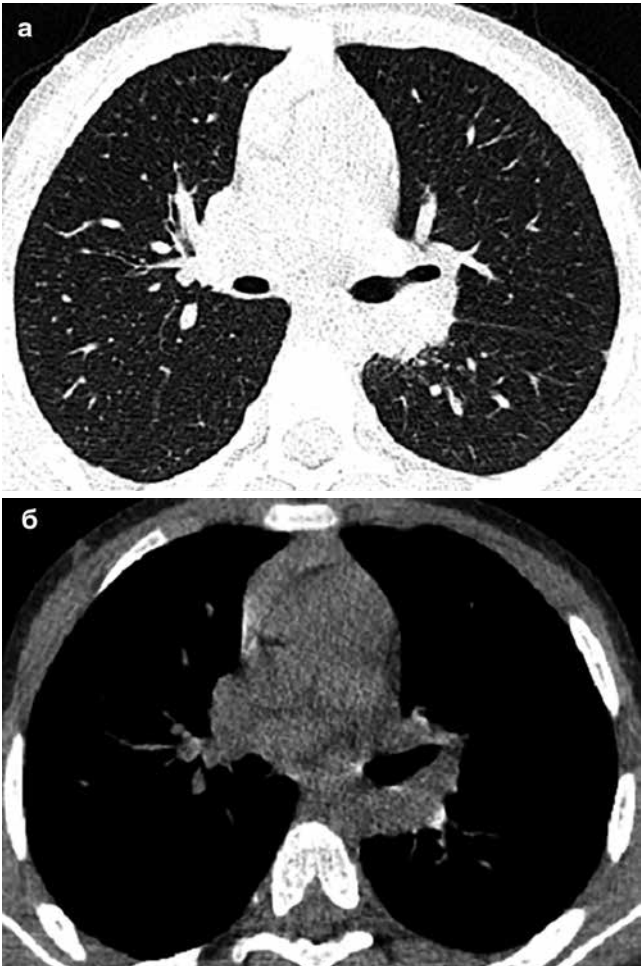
а, б. Пациент К., 7 лет. Сканы КТ ОГК (а – легочное окно, б – мягкотканное окно) через 4 мес. ХТ
